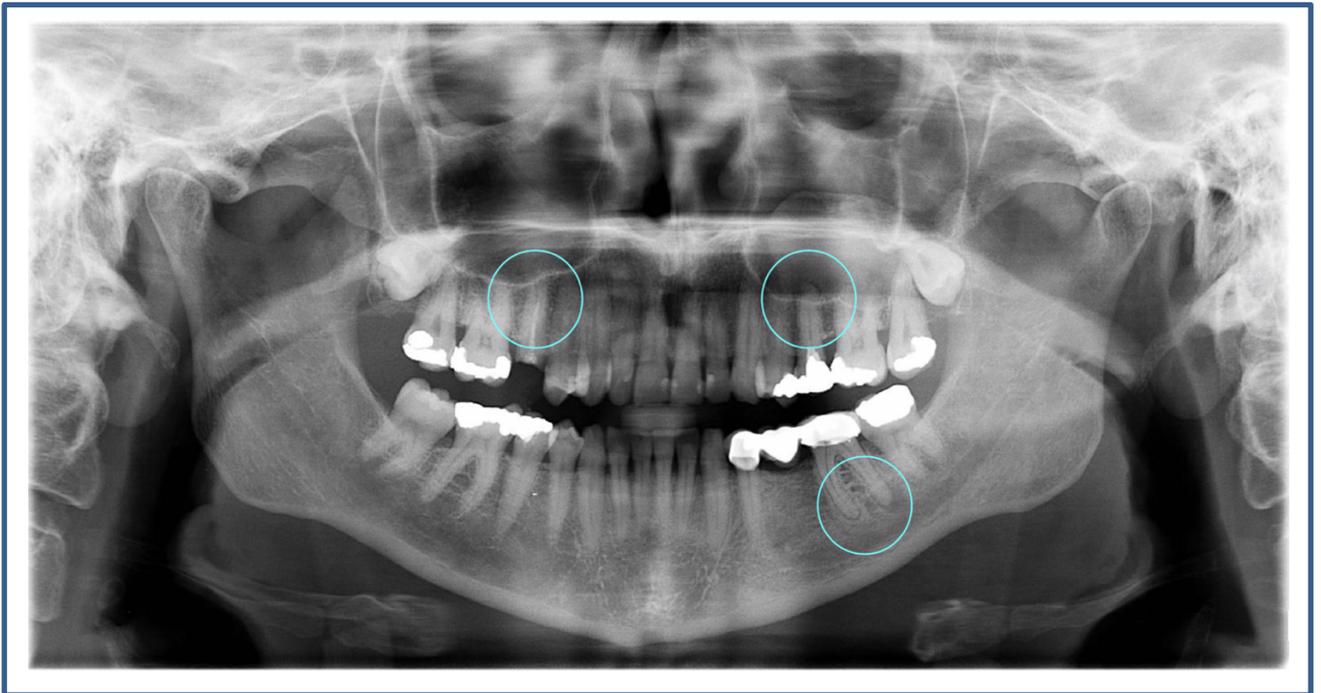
radiographie panoramique.
